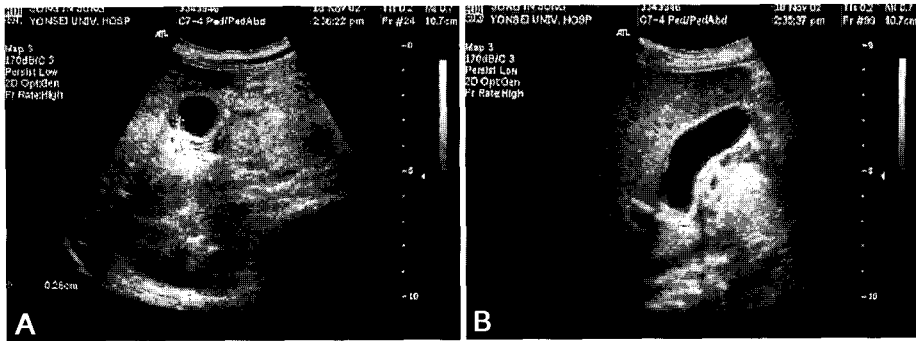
Abdominal sonography on hospital day 13 shows decreased GB wall thickening of 2.6 mm and reduction of the GB size to 7.9 cm longitudinally and 2.4 cm transversely in diameter.
